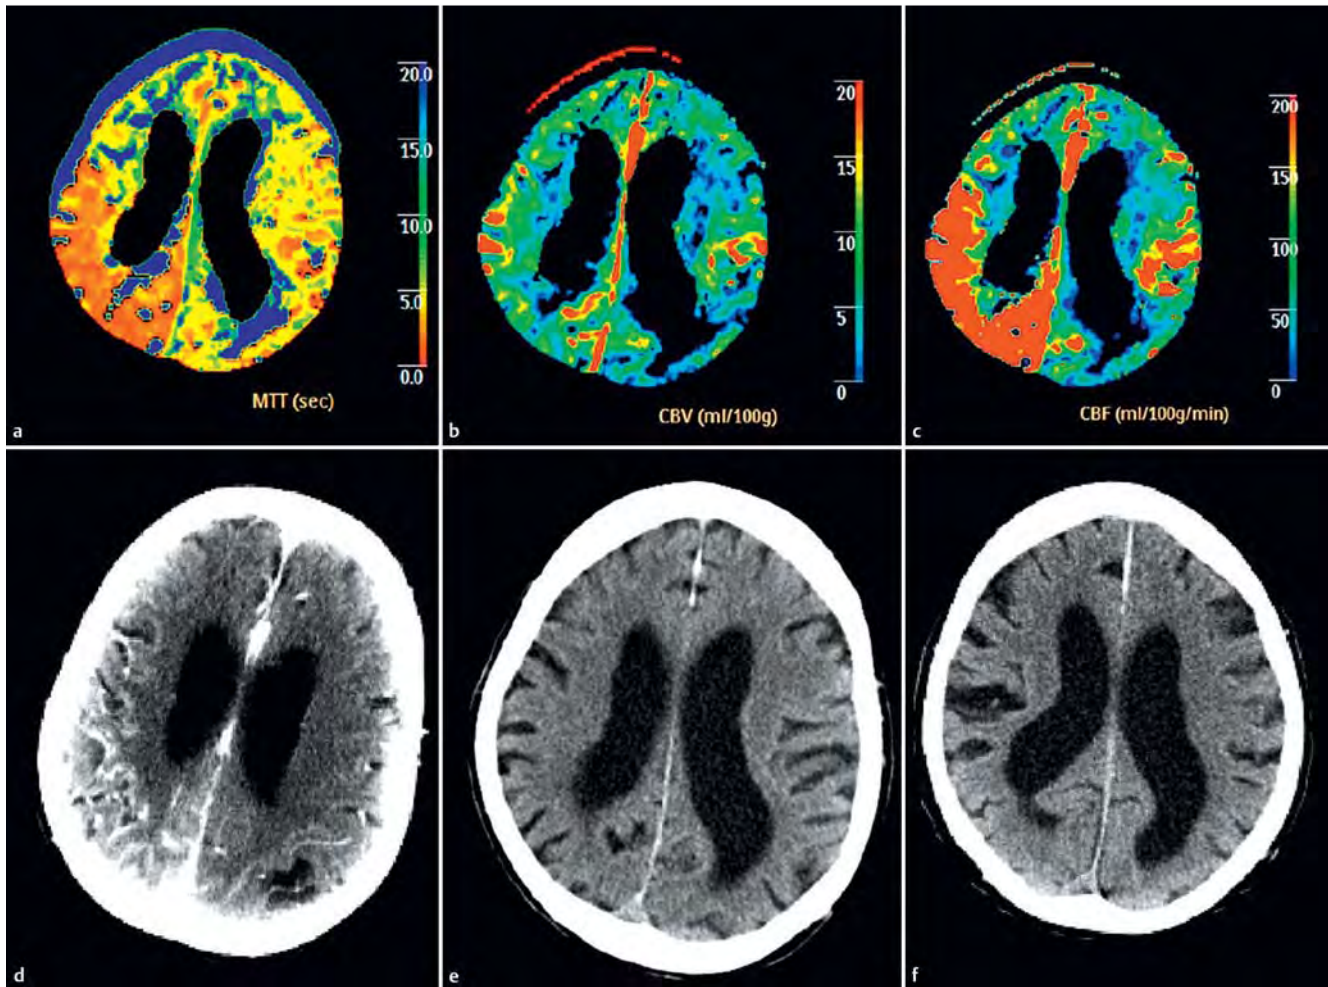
Postiktale Parese: Mann 81 Jahre; Klinik: Hemiparese links, Hemineglect; CTA: unauffällig. a MTT: MTT-Verkürzung rechts parietal und okzipital. b CBV: unauffällig. c CBF: deutliche Hyperperfusion. d CTA-Quellbilder: kräftige Gefäßkontrastierung rechts parietal. e CCT nativ: unauffällig. f Verlaufs-CCT nach 2 Tagen: unauffällig. Therapie konservativ. Im Verlauf vollständig rückläufige Klinik. Information über eine bekannte Epilepsie.
